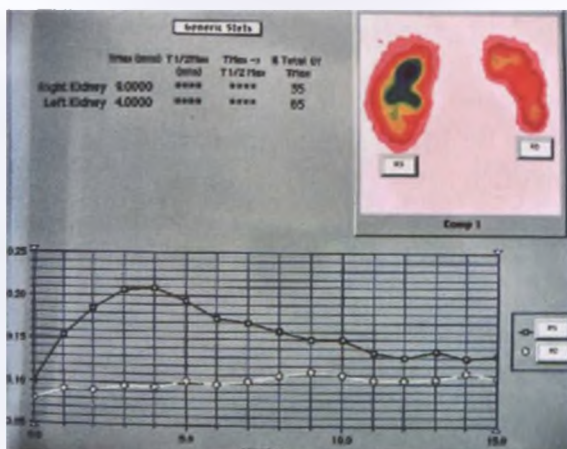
Renoscintigrafia dinamică. Rinichi afuncțional pe dreapta
